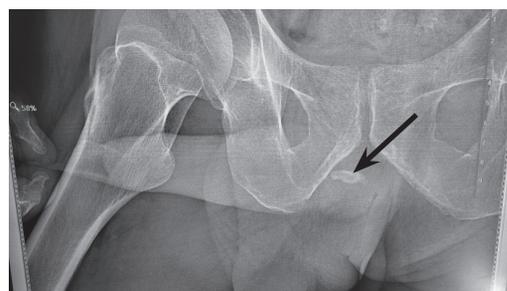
Рентгенограмма нижних мочевых путей пациента Ш. (боковая проекция)
